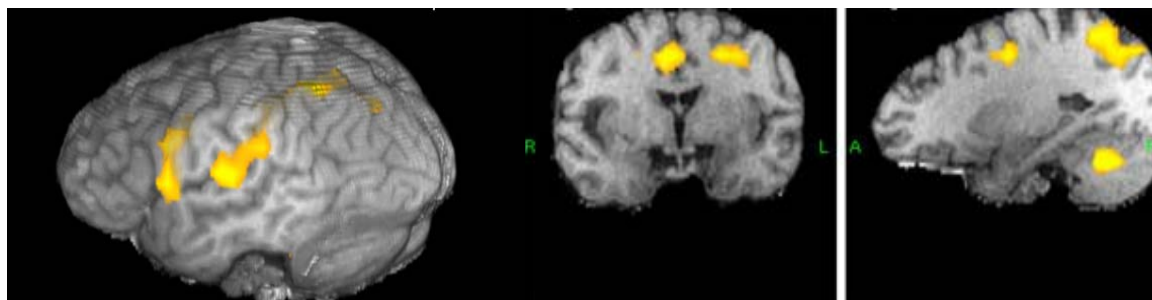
Функциональная МРТ пациента с фантомной болью в отсутствующей правой руке.
